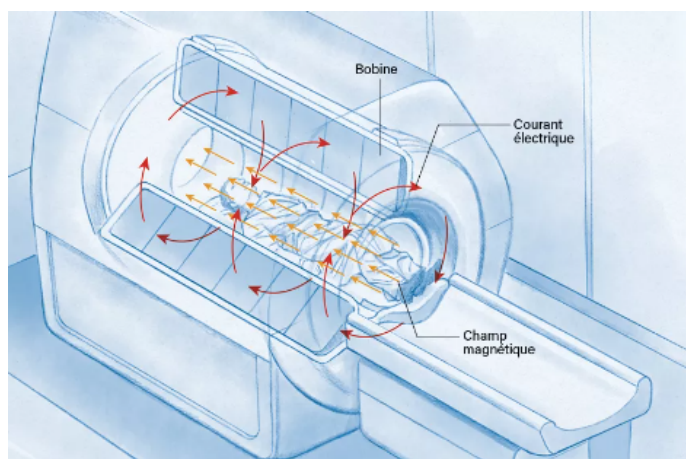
principe de fonctionnement de la tomographie par résonance magnétique (extrait de [40])
